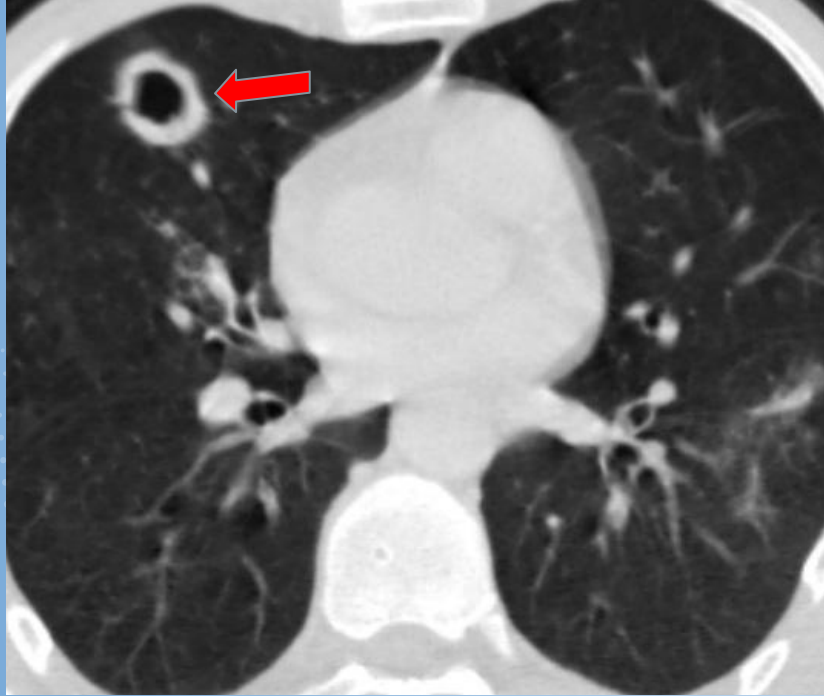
Metástasis pulmonares de cáncer de laringe. Tomografía de tórax ventana parenquimatosa: imagen cavitada de paredes gruesas (flecha roja).
